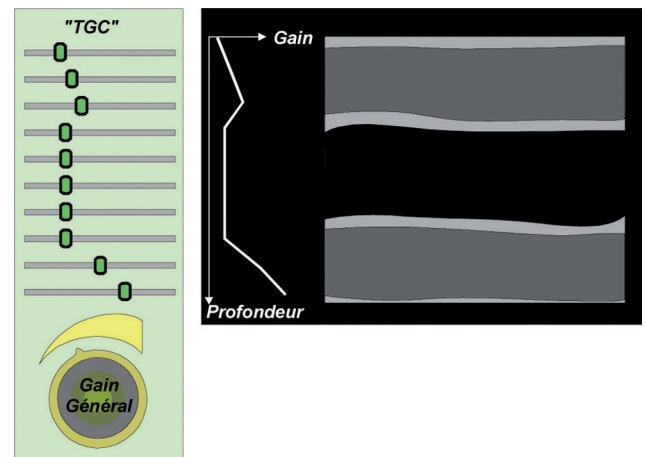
L'amplification des échos (ou gain) est réglée globalement (gain général) mais aussi, par des curseurs, aux différentes profondeurs, pour compenser les différences d'atténuation des ultrasons selon les tissus traversés.
